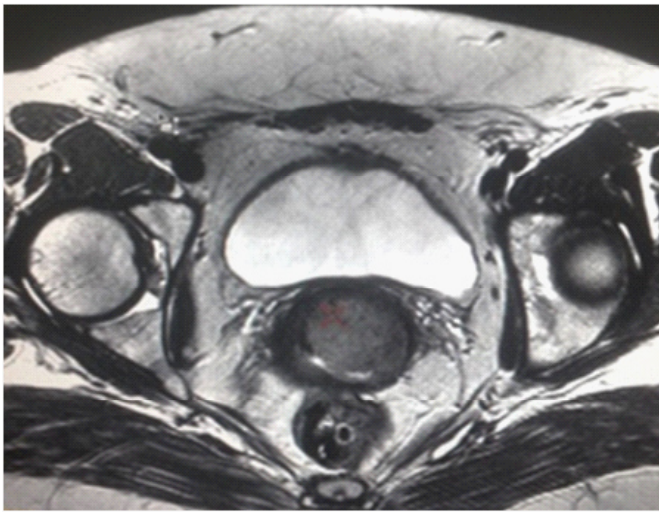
МРТ в Т2ВИ, аксиальная проекция. Рак шейки матки. Отсутствие инвазии в параметральную клетчатку – имеется сохранение целостности наружного контура стромального кольца шейки матки в виде пластинки с низким сигналом вокруг
